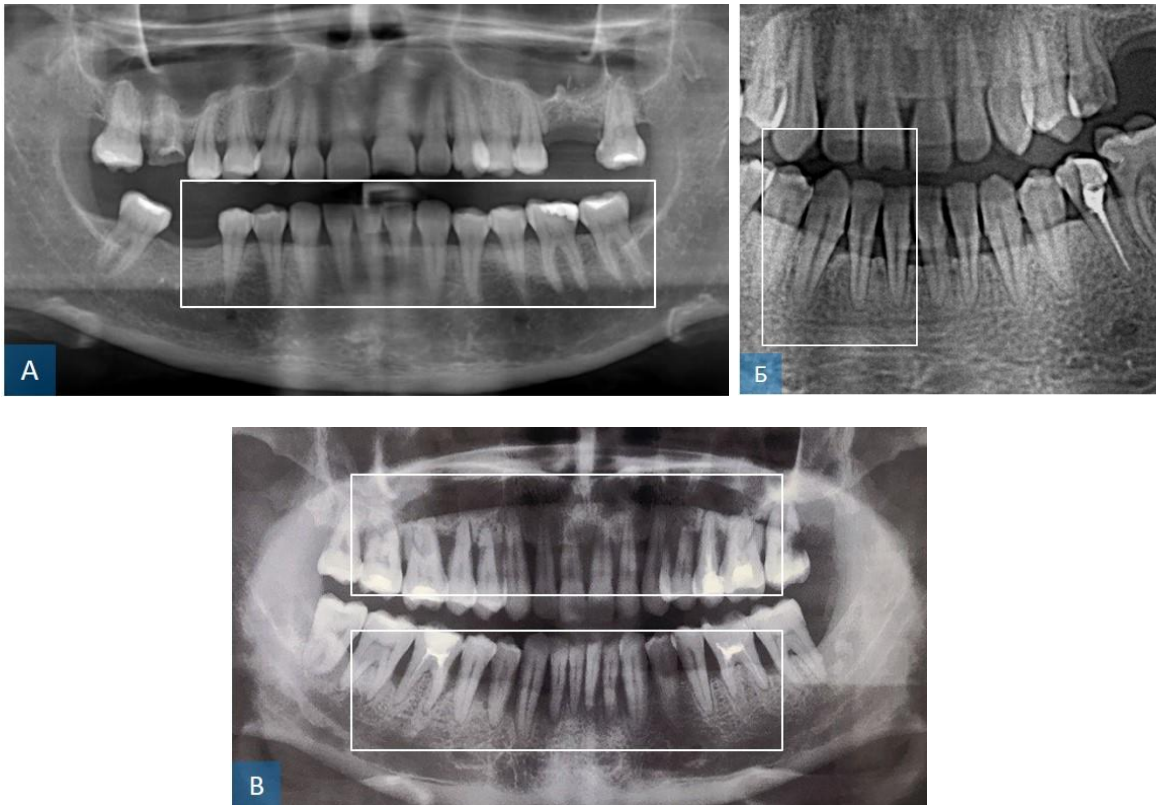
Результаты рентгенологического обследования больных основной (А) и контрольной групп (Б, В) до начала лечения. Резорбция кортикальной пластинки альвеолярной части нижней челюсти (А), резорбция межзубных костных перегородок, патологические карманы глубиной 5 мм (Б), нарушение целостности кортикальной пластинки, резорбция межзубных костных перегородок, образование патологических карманов (В). Ортопантограмма больной С., диагноз ХГПССТ (А), фрагмент ортопантограммы больной К., диагноз ХГПССТ (Б). ортопантограмма больного Ж., диагноз ХГПТСТ (В)
